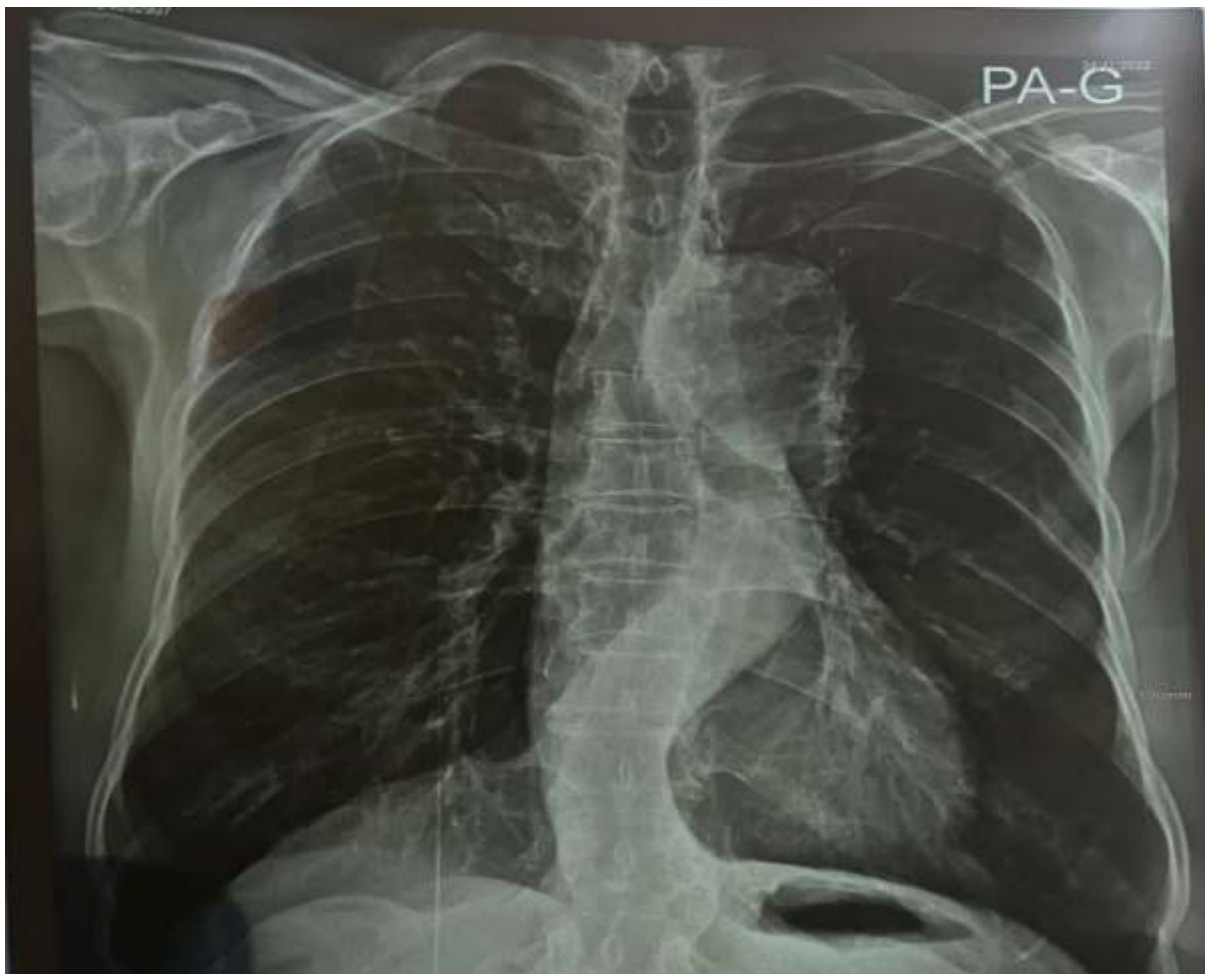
Radiographie thoracique de face montrant un élargissement médiastinal avec dédoublement du bouton aortique.
